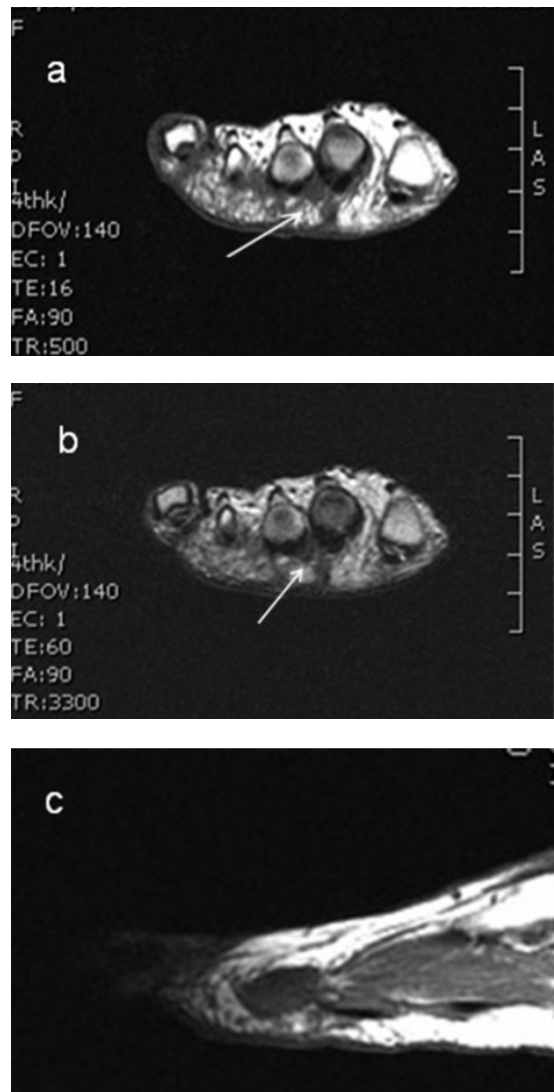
RM. Corte transversal del antepié, imagen potenciada en T1 (a) y T2 (b), observando pequeña masa nodular entre las cabezas metatarsianas 2^a y 3^a, hipointensa en T1 y T2, que, en corte sagital, adquiere aspecto fusiforme (c).
